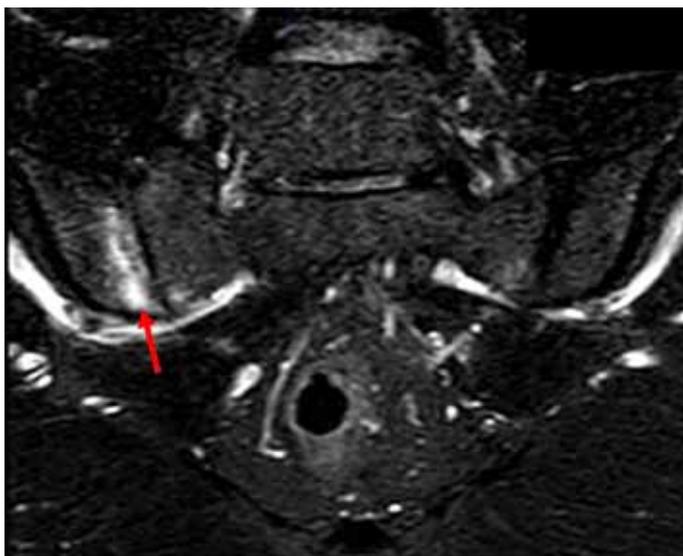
Magnetresonanztomographie T2 stir cor, Iliosakralgelenk rechts mit Knochenmarködemen iliakal, Klinik St. Katharinental bzw. Spital Thurgau, Radiologie, KS Münsterlingen
